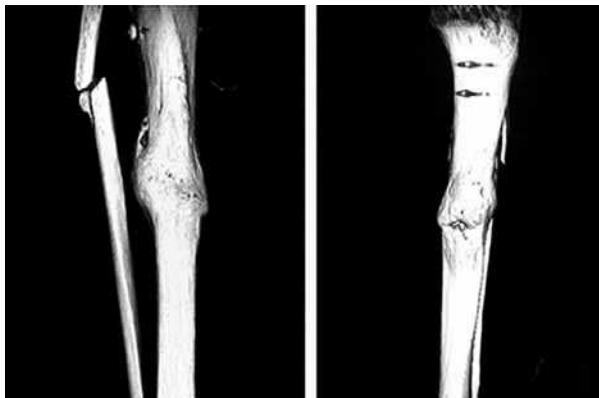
TAC a los 6 meses.
